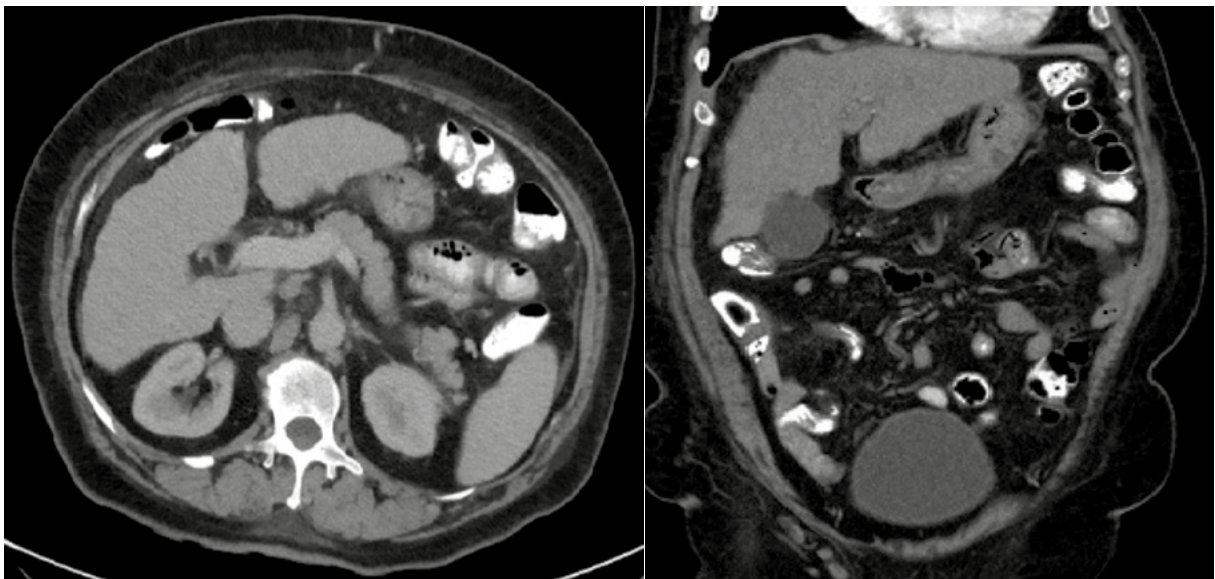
Tomografía computada de abdomen con doble contraste que muestra hígado con contornos microlobulados, disminución asimétrica del tamaño del lóbulo derecho en relación por cambios por fibrosis.
